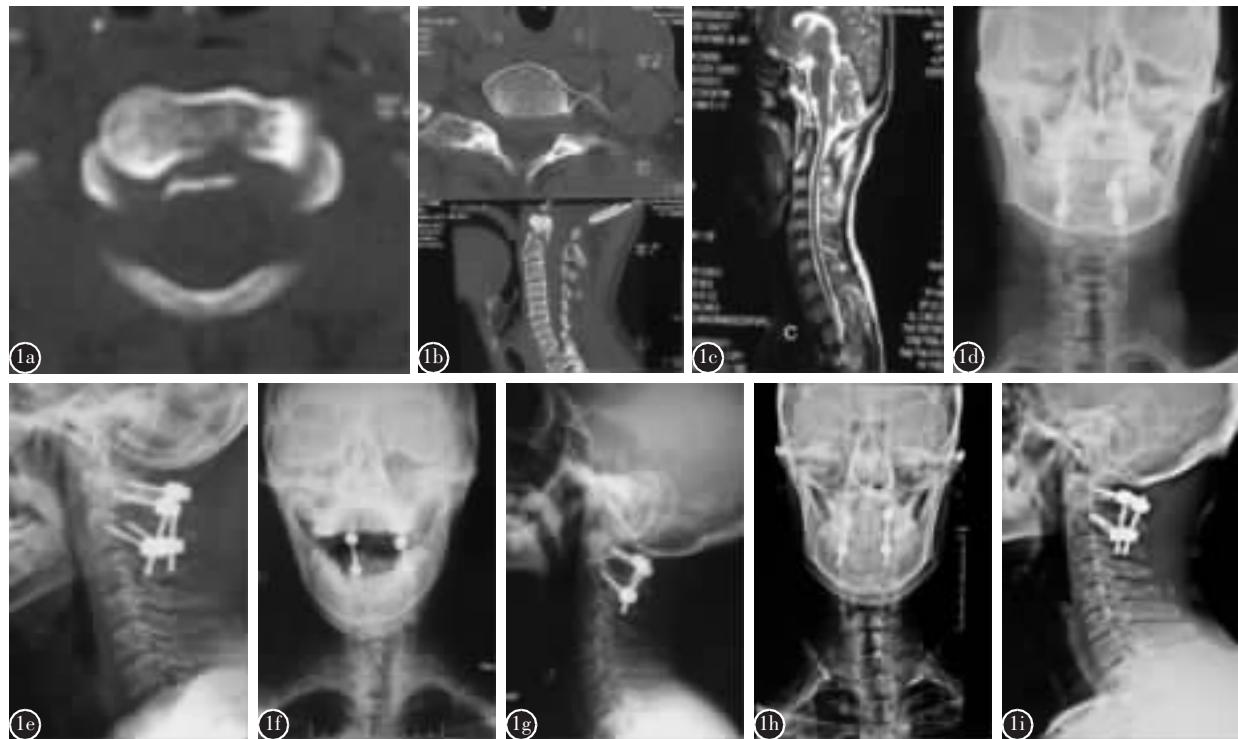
患者男性,46岁 a术前CT平扫示横韧带附丽处骨折片 b CT二维重建示齿状突骨皮质连续性中断,骨折线前上后下走行、骨折移位 c MRI T2加权矢状位片示齿状突骨折、移位轻微,脊髓无压迫征象 d,e 术后1周颈椎正侧位X线片示内固定位置理想,颈椎生理弧度如常 f,g 术后3个月正侧位X线片示内固定位置理想,寰椎后弓与枢椎棘突间可见片状骨性阴影 h,i 术后6个月正侧位X线片示内固定无松动、寰椎后弓与枢椎棘突间片状骨性阴影更为明显
